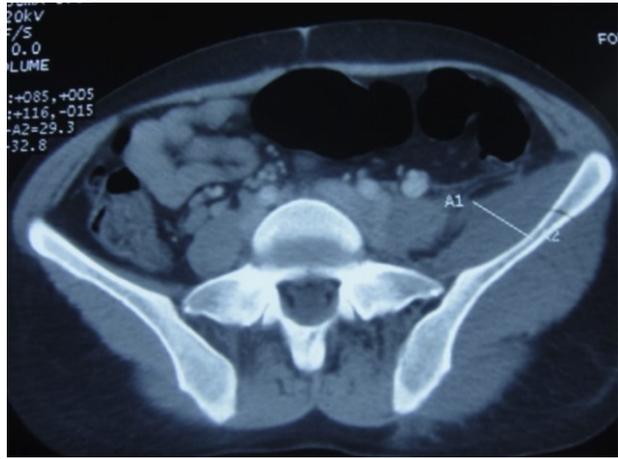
TDM du pelvis montrant un épaississement du muscle iliopsoas droit (après permission de l'auteur) [25].
